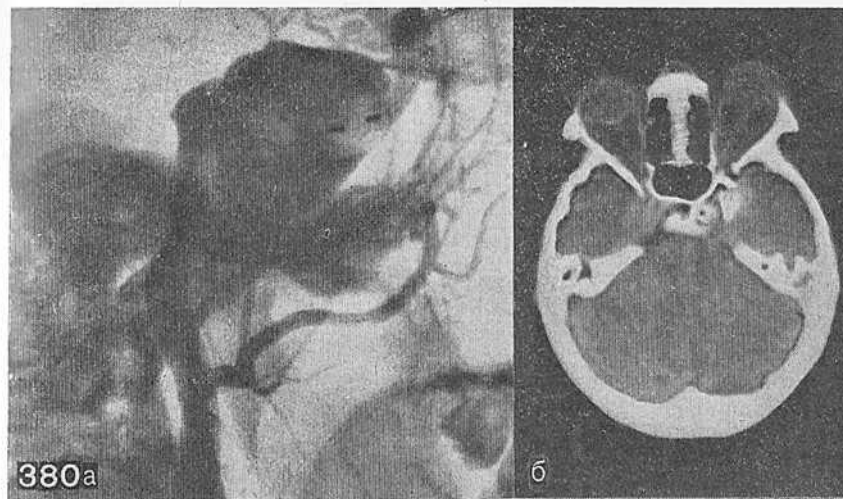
Ангиограмма, боковая проекция при каротидно-кавернозном соустье справа (а), (б) — КТ этого же больного, видны зоны повышенной плотности в области кавернозных синусов, значительно больше слева.
